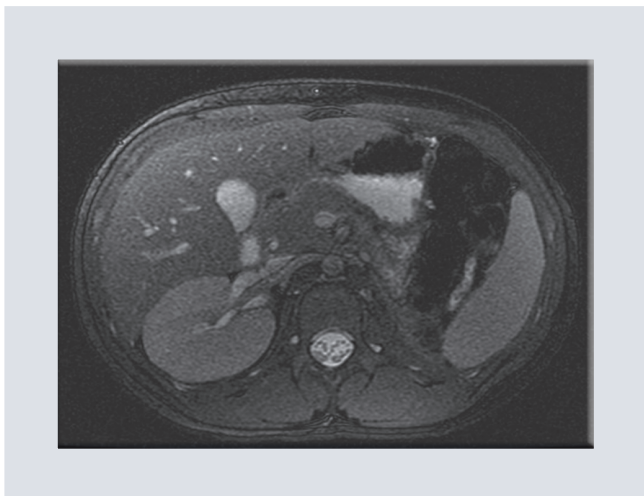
Resonancia magnética. FIESTA axial, ausencia de riñón izquierdo en su respectiva fosa. El riñón derecho se encuentra aumentado de tamaño según lo esperado para la edad.
